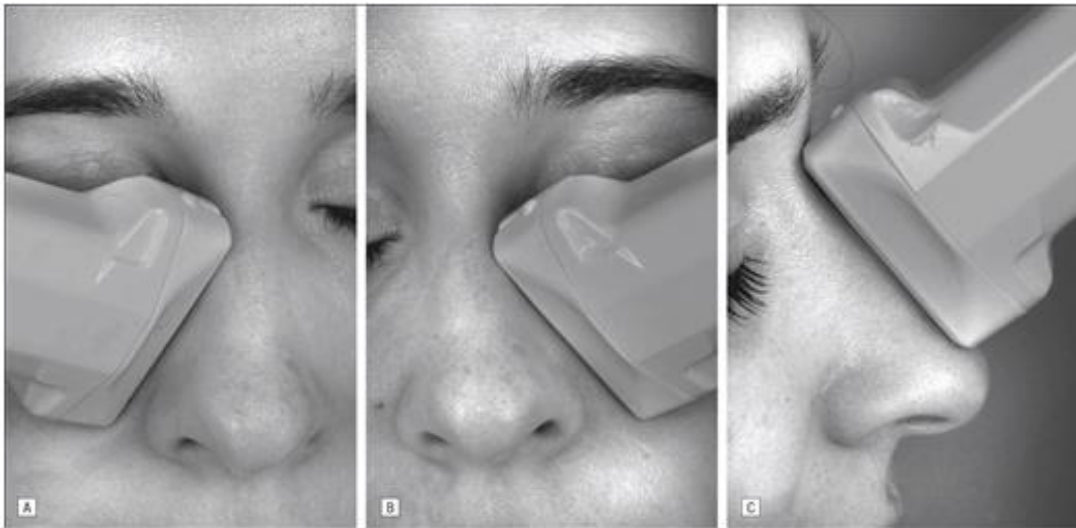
Positions de la sonde d'échographie : A. Paroi latérale droite, B. Paroi latérale gauche, C. Dos du nez.
